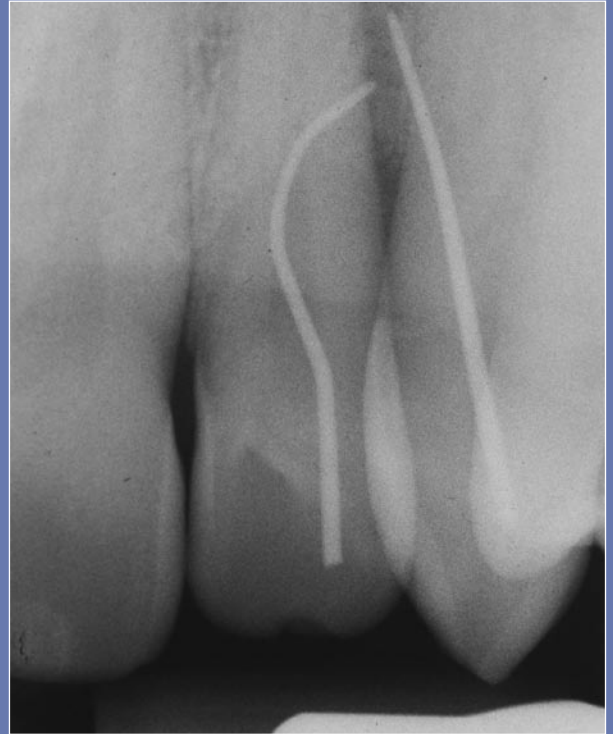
Fig 5c1. Rx periapical mostrando un defecto óseo en interproximal del 2.2-2.3. Las puntas de gutapercha no se dirigen al ápice.
